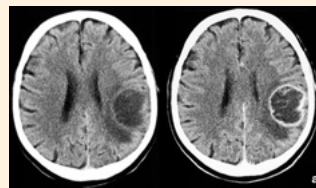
Tomografía computarizada de cerebro imágenes compatibles con absceso cerebral.
